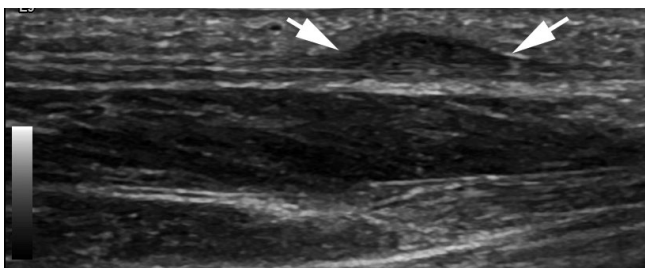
Częściowe uszkodzenie rozciągna podszwowe. Obraz USG w płaszczyźnie podłużnej wskazuje na przerwanie prawidłowej struktury włókienkowej włókien powierzchniowych rozciągna (strzałka) z obecnością niewielkiego hipoechogenicznego ogniska odpowiadającego częściowemu zerwaniu
